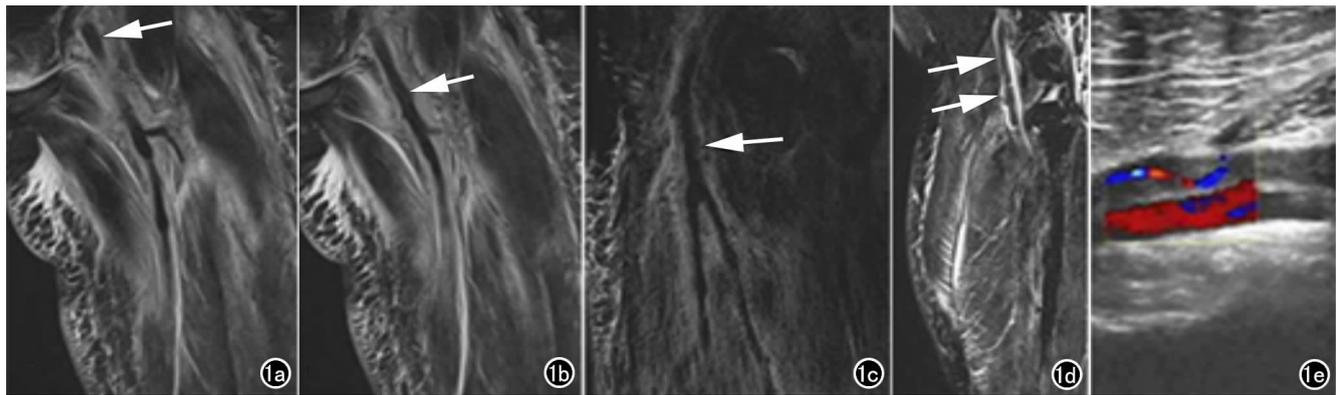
患者,男,65岁,左侧下肢水肿、疼痛。a) SPACE 图像显示左侧大腿肌肉广泛水肿,左侧股总静脉内的血栓为极低信号(箭); b) 左侧股静脉内的血栓为极低信号(箭); c) 矢状面很好地显示深静脉血栓(箭); d) 表明血栓所在位置管腔不完全闭塞(箭); e) 超声确认了静脉血栓的存在。
